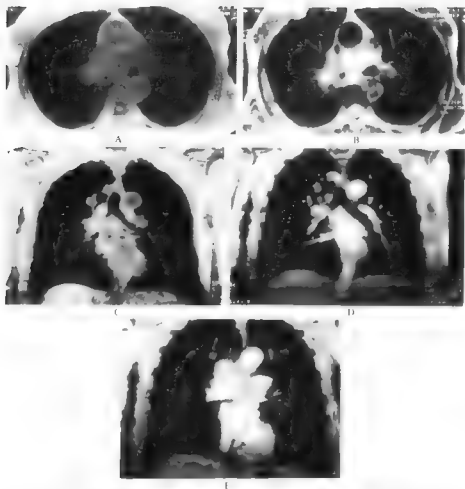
右肺中央型肺癌并右肺门及纵隔淋巴结转移。胸部MRI平扫(A、B)及增强扫描(C、D、E)。右主支气管壁明显增厚,管腔受压(阻塞),支气管壁、动静脉、肺静脉、肺动脉融合(融合)。肿瘤后与不均,T1WI等信号,T2WI稍高信号,注射Gd-DTPA可呈强化。纤维支气管镜检查为鳞状上皮癌。
